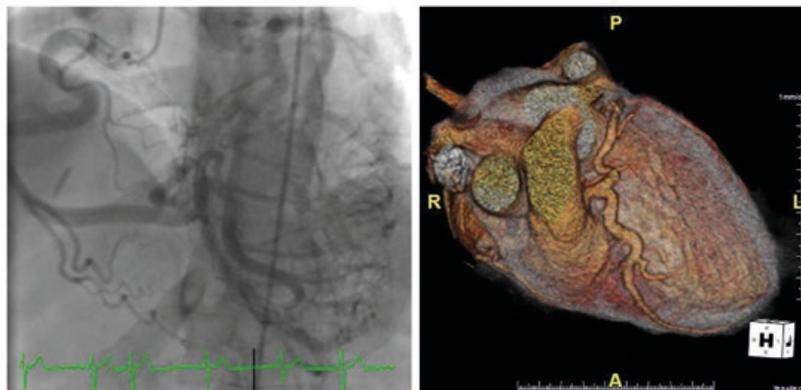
e 2 Angiografia e angiotomografia coronária pré-operatórias, respectivamente.
